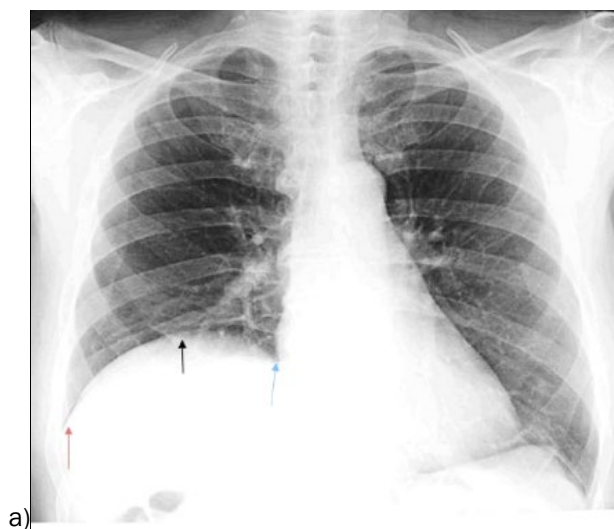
Пацієнт К., 71 р. Парез правого купола діафрагми. а) Оглядова рентгенограма ОГК (стрілки). б) Рентгеноскопія ОГК. «Нюхальна проба» (відсутність руху правого купола діафрагми) (стрілки).
